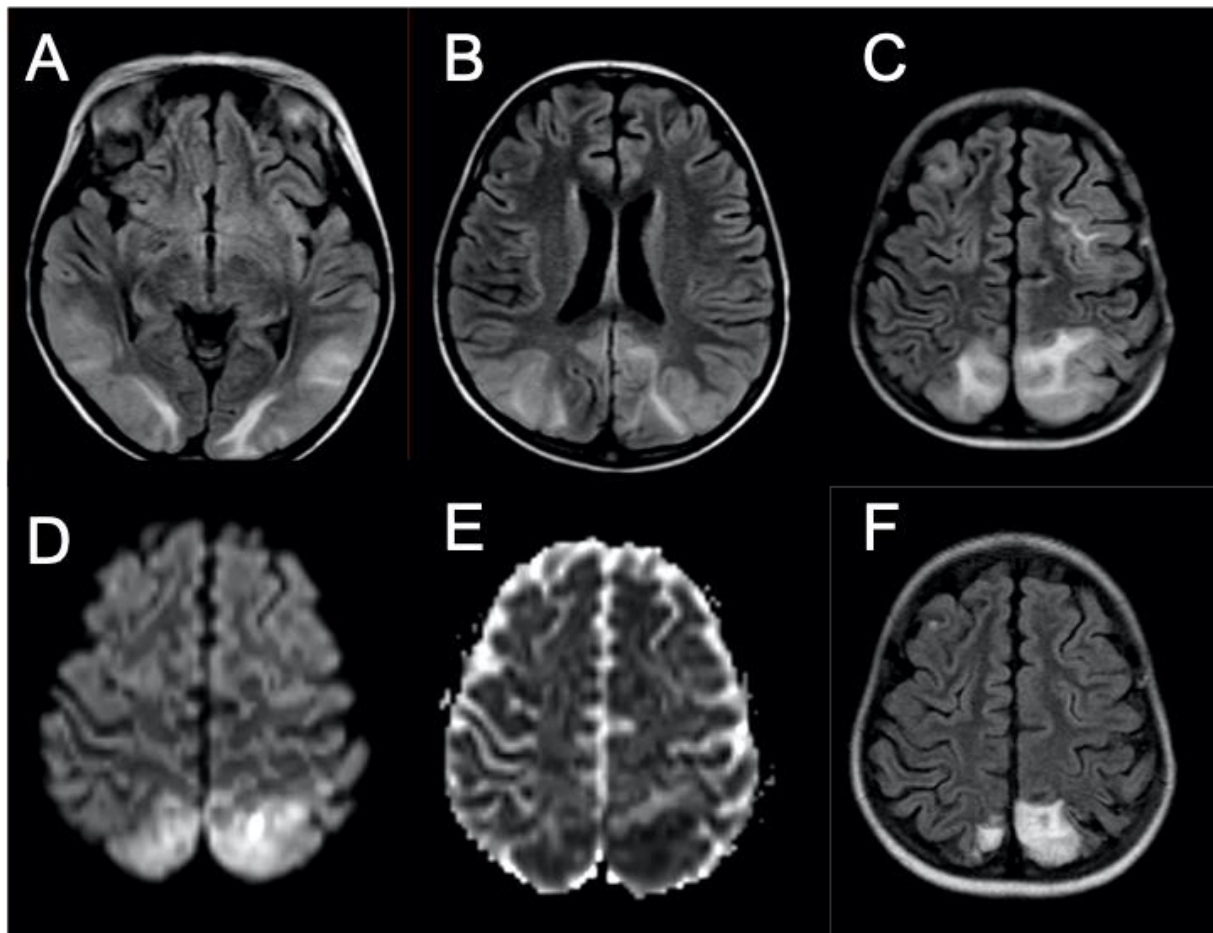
Cas 48 : Enfant de 7 ans : cécité avec poussée hypertensive en phase d'induction d'un lymphome anaplasique. L'IRM initiale met en évidence des plages en hypersignal FLAIR (A à C) cortico-sous-corticales bilatérales et asymétriques des régions temporales, occipitales, pariétales et frontales. Certaines zones présentent un hypersignal diffusion (D) avec restriction sur la cartographie ADC (E). Un contrôle 4 mois plus tard, montre des séquelles parenchymateuses à type d'atrophie localisée en hypersignal FLAIR (F) au niveau des zones initiales présentant une restriction de la diffusion. Les autres régions ne présentent plus d'anomalie de signal. Il s'agit d'une leucoencéphalopathie réversible postérieure (PRES). Ce cas illustre le rôle pronostique de la séquence de diffusion au cours d'un PRES.
